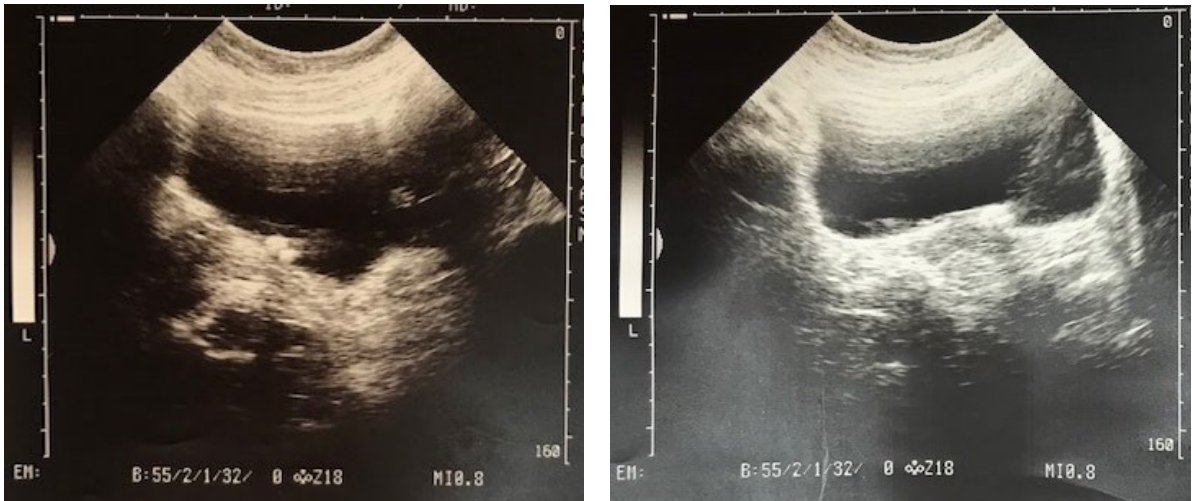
Ecografía vesical con litiasis en el uréter derecho intramural. En el corte sagital se aprecian dos imágenes hiperecogénicas en la cara posterior de la vejiga próximas a la desembocadura del uréter.
